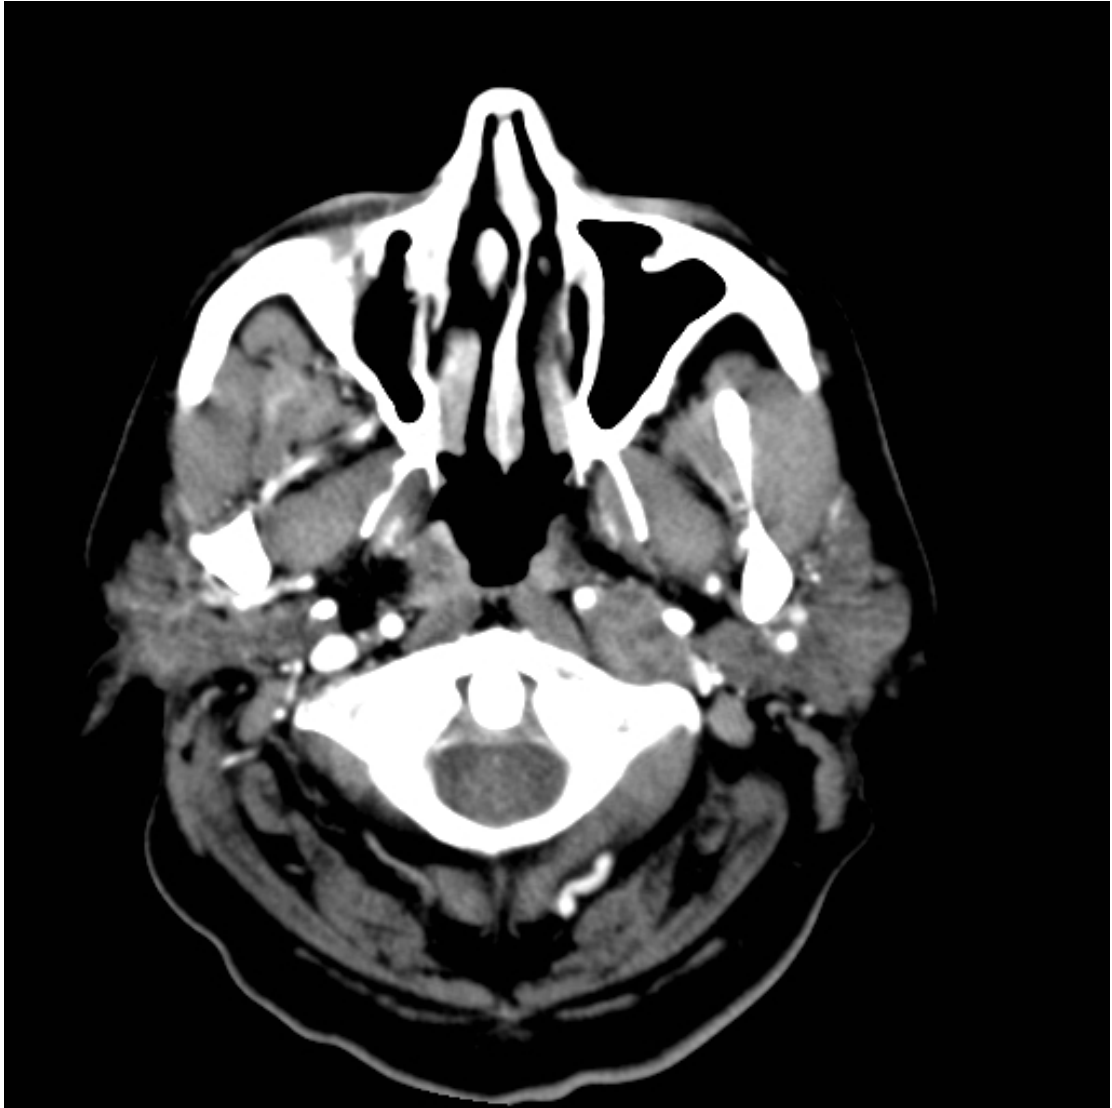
Schwannoma vagal izquierdo. TC con contraste. Desplazamiento posterior y trombosis parcial de la yugular interna.
